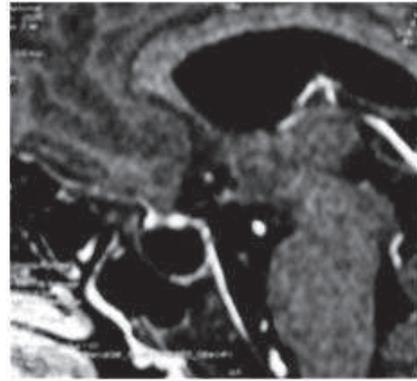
IRM cérébrale en T1 en coupe sagittale
